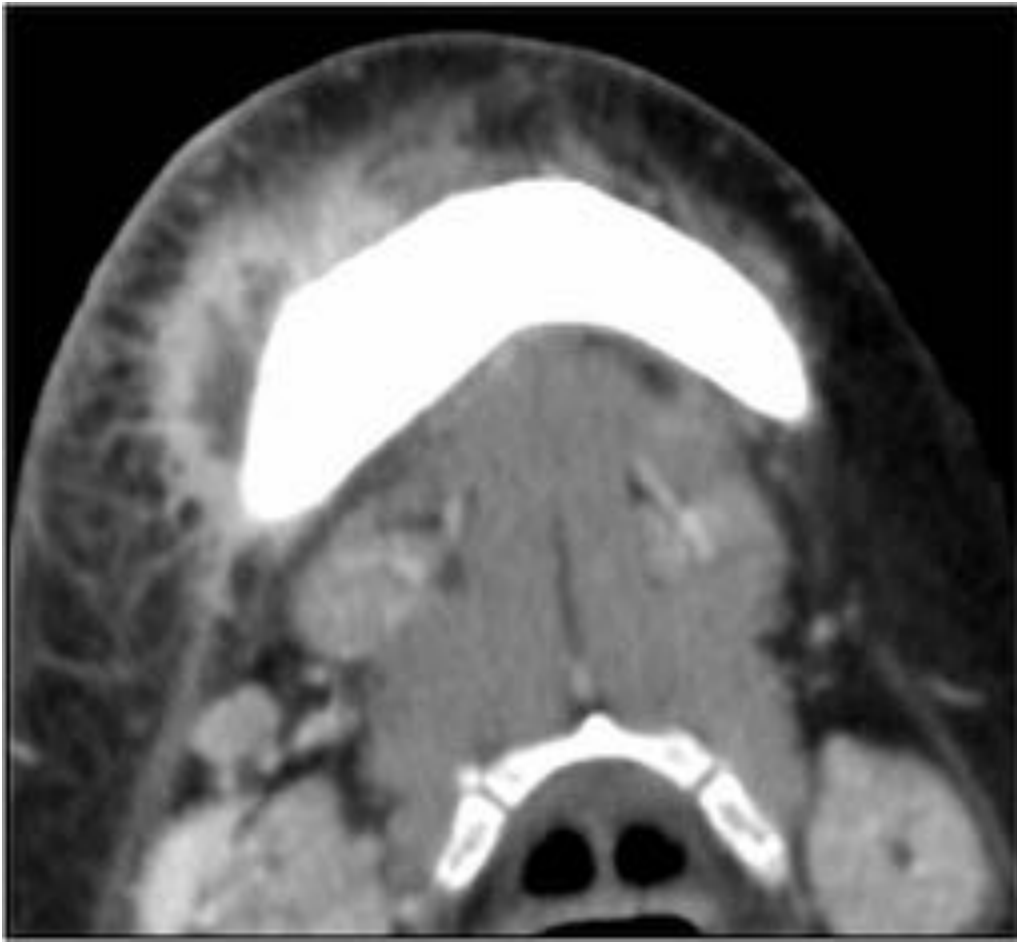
Fig 8 Imagen en detalle de un TC de cuello con contraste iv donde se identifica absceso de partes blandas submentoniano derecho, como complicación de OMRB.
